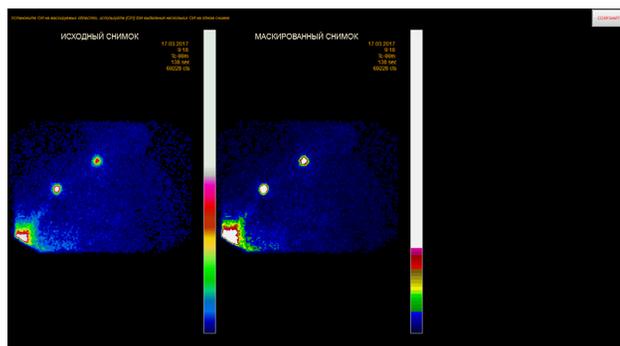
Лимфосцинтиграмма (накопление радиофармпрепарата в 2 сигнальных лимфатических узлах)
